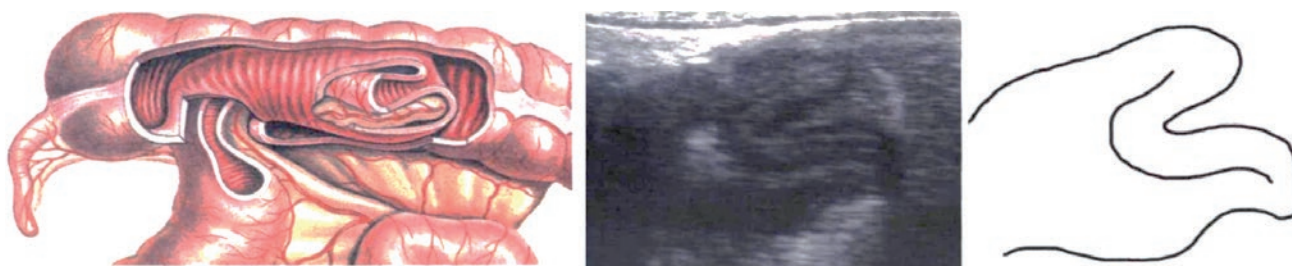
Scheme and ultrasound picture with a symptom of «forceps» with IR.
